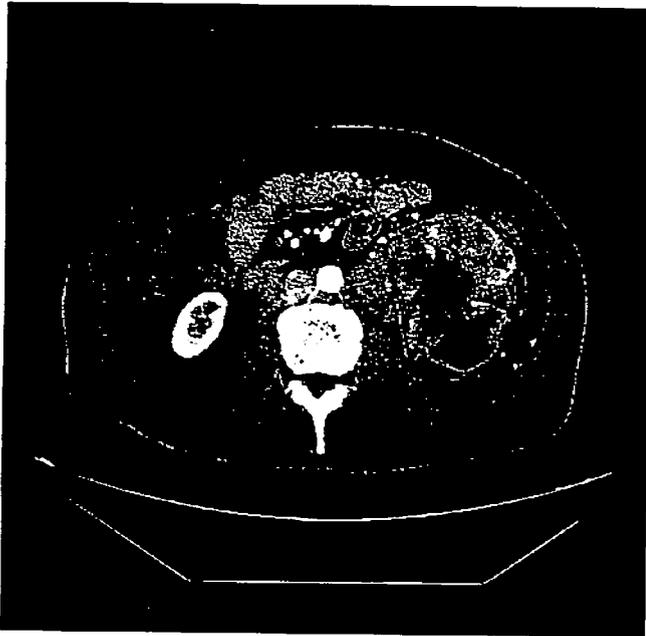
Aspetto TC della lesione tumorale renale sinistra, che appare disomogenea, con numerose aree di necrosi, e che invade la capsula e gli spazi perirenali.
